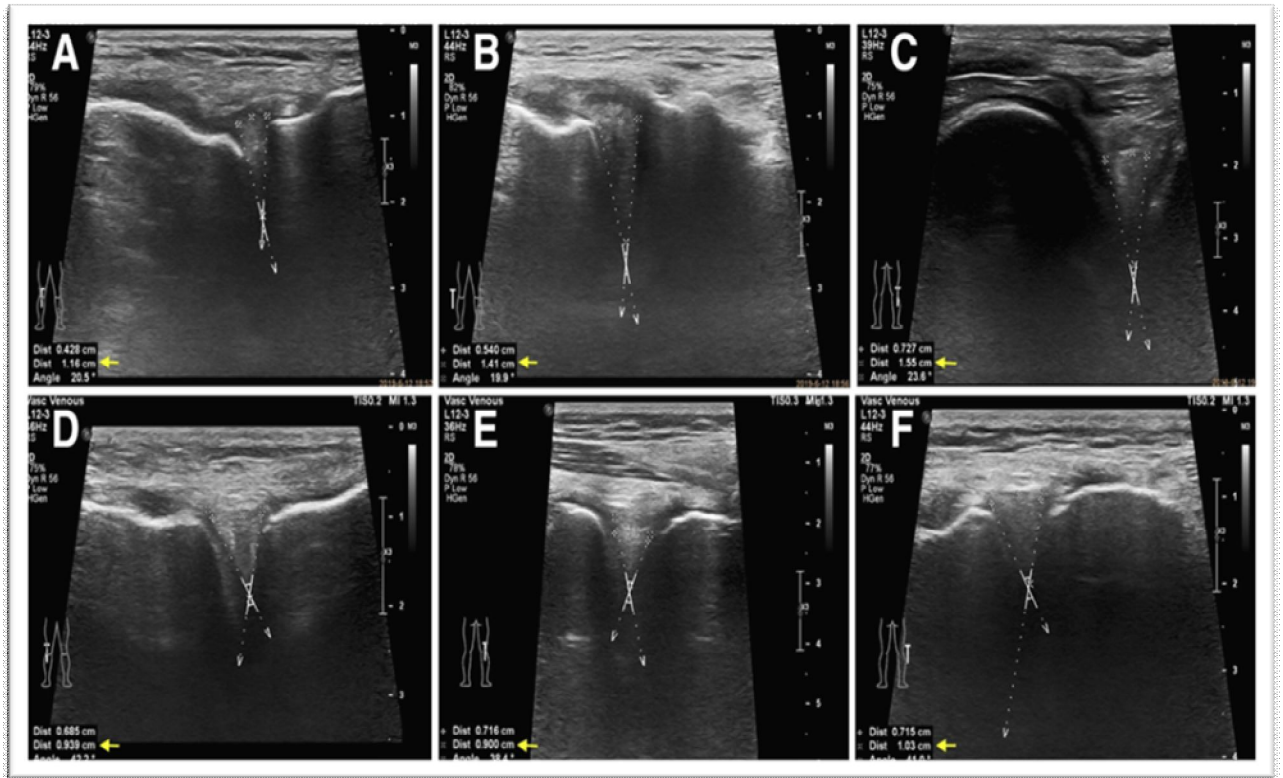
[155] Les images de mesure par ultrasons de la partie antérieure, du corps et de la partie postérieure du DLM sont présentées en (A), (B) et (C), et les images correspondantes du NLM ont été affichées en (D), (E) et (F)
